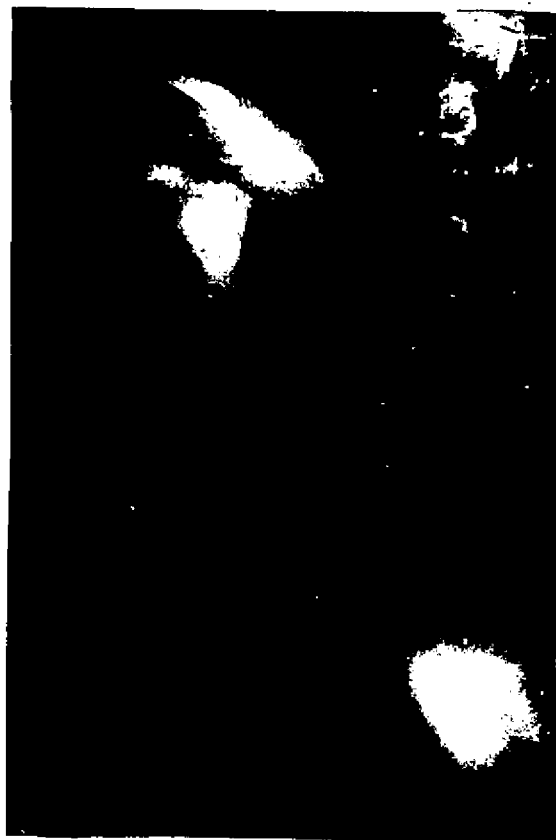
ESTENOSIS DE LA UNION PIELO-URETERAL. La Fig. 15 es una ecografía simple en modo B de un injerto con gran dilatación pielocalicial. En Fig. 16 se observa una pielografía anterógrada por nefrostomía en donde se plenifica unos grupos caliciales y pelvis dilatados por estenosis de la unión pieloureteral.
